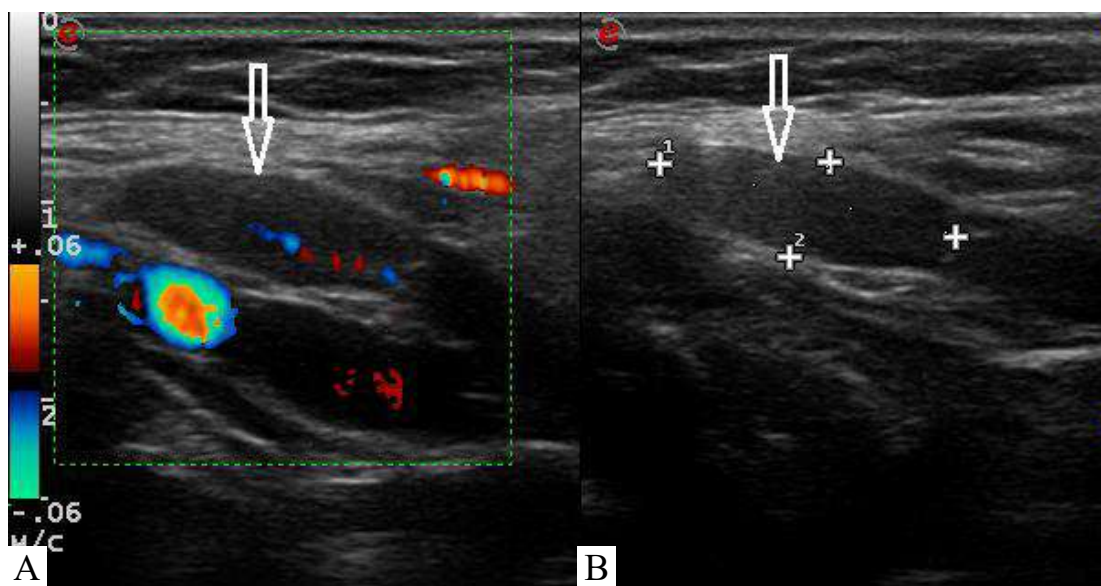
Ultrasound structure of a healthy child tonsil (the borders of the organ are indicated by arrows).*
